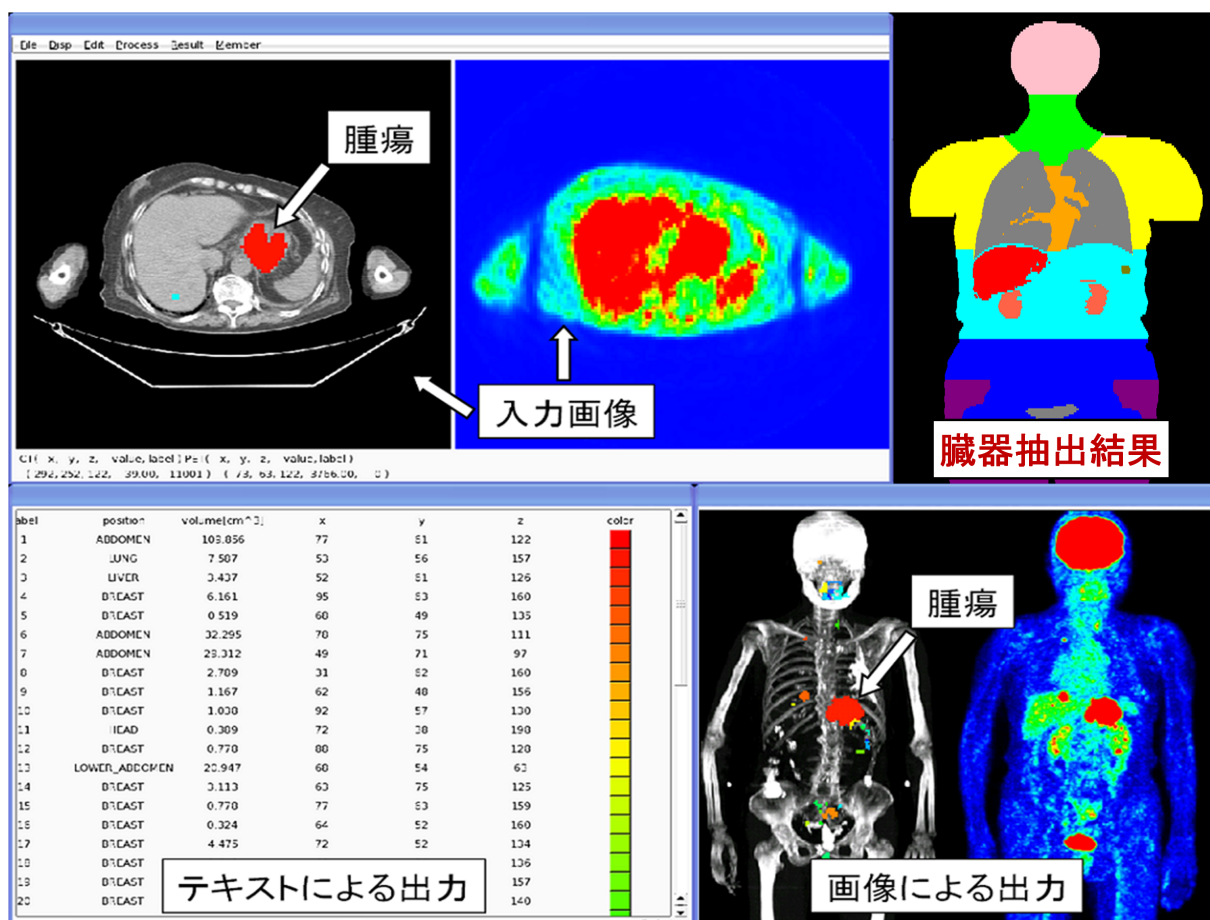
全自動マルチモダリティ診断支援システムの出力画面．PET/CT 画像を入力とし，臓器抽出を行った後，癌の検出を行う．そして，検出した癌の位置や大きさ，活発度などをテキストと画像で出力し，医師に提示する．
